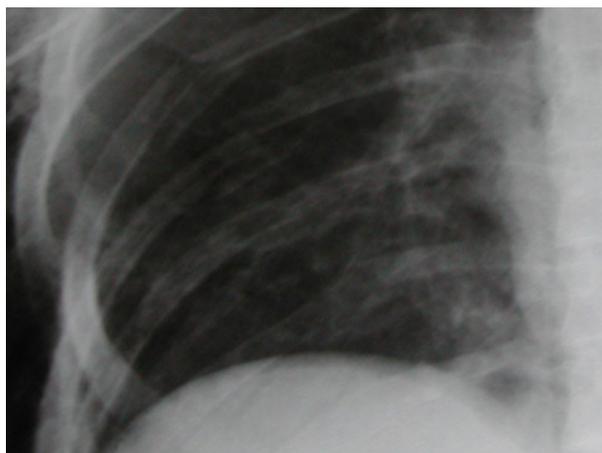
Radiografia de tórax mostrando solução de continuidade na costela
